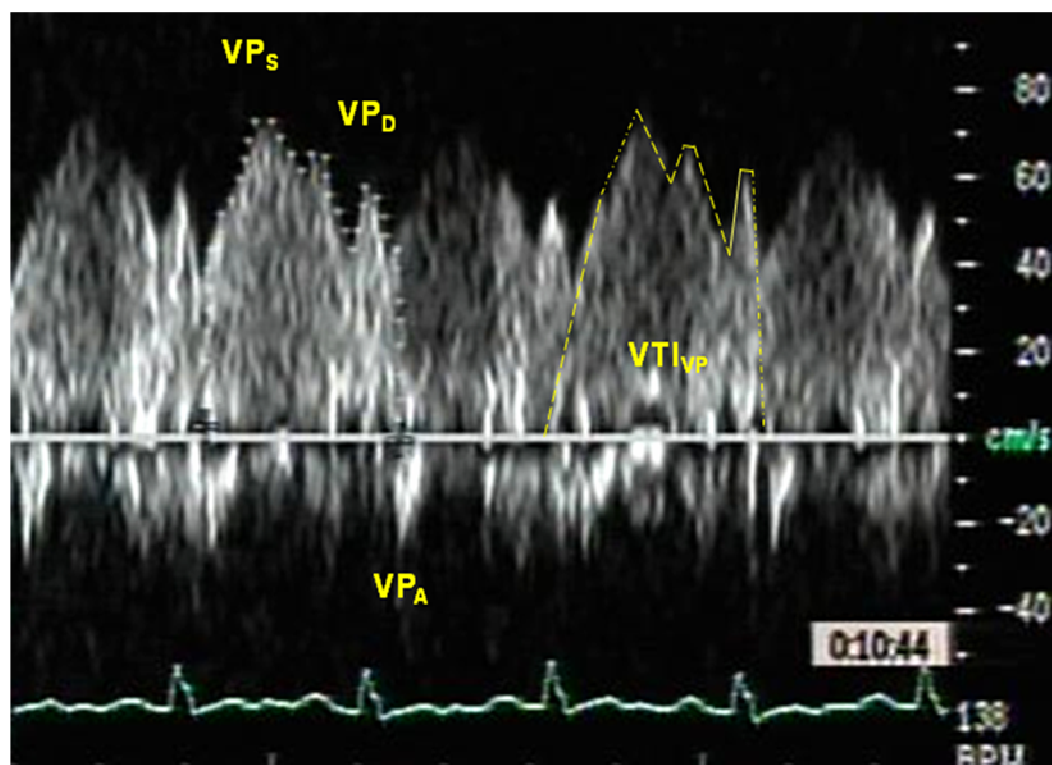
Curva espectral do Doppler pulsátil ilustrando o fluxo em veia pulmonar superior direita com o componente sistólico (VP_S), diastólico (VP_D), onda A reversa (VP_A) e a integral velocidade-tempo (VTI_{VP}).
